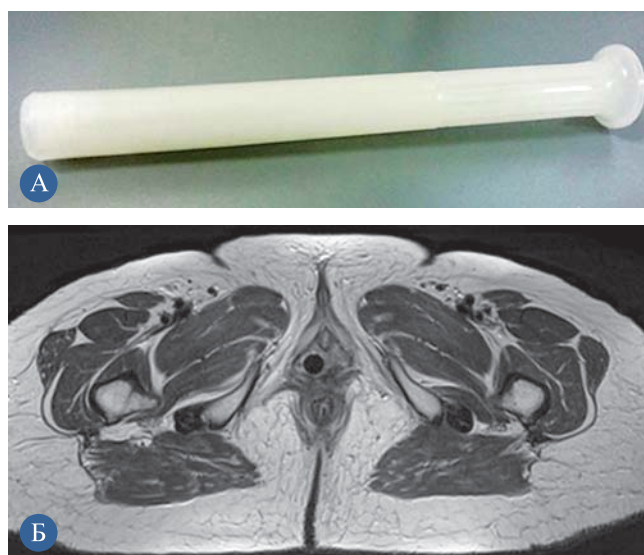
а — МР-совместимый пластиковый цилиндрический полый аппликатор; б — МР-томограмма органов малого таза с введенным аппликатором в T2-ВИ, аксиальная плоскость сканирования
